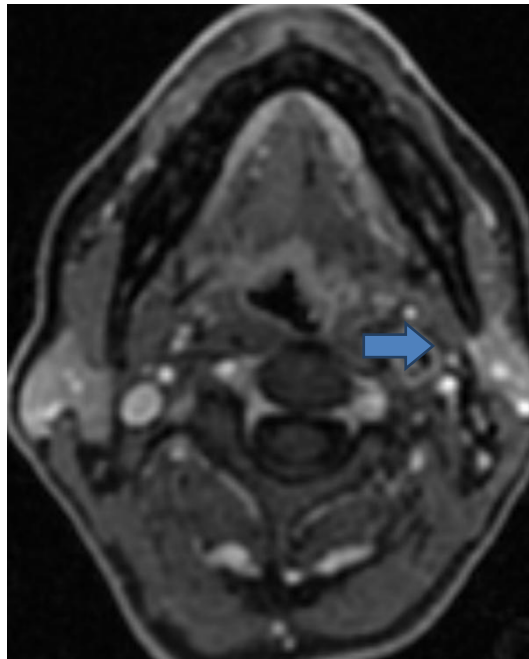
RM potenciada en T1 tras administración de gadolinio.
